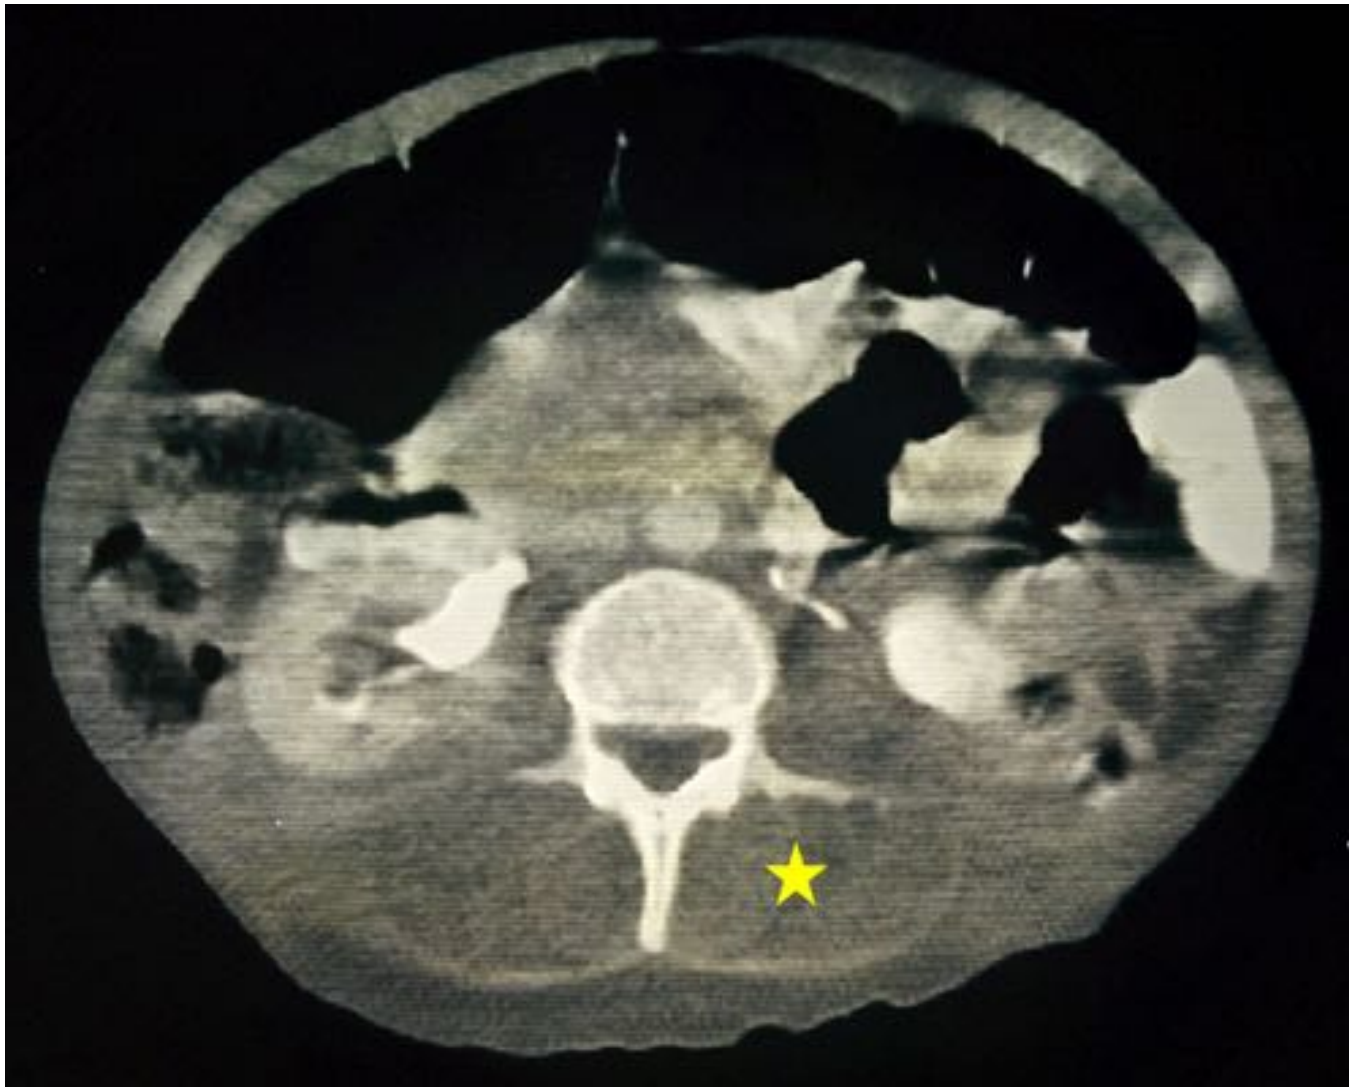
CASO 13 - TC AP en fase de eliminación que muestra una disminución de la atenuación de la musculatura paravertebral (estrella) y de la pared abdominal.
